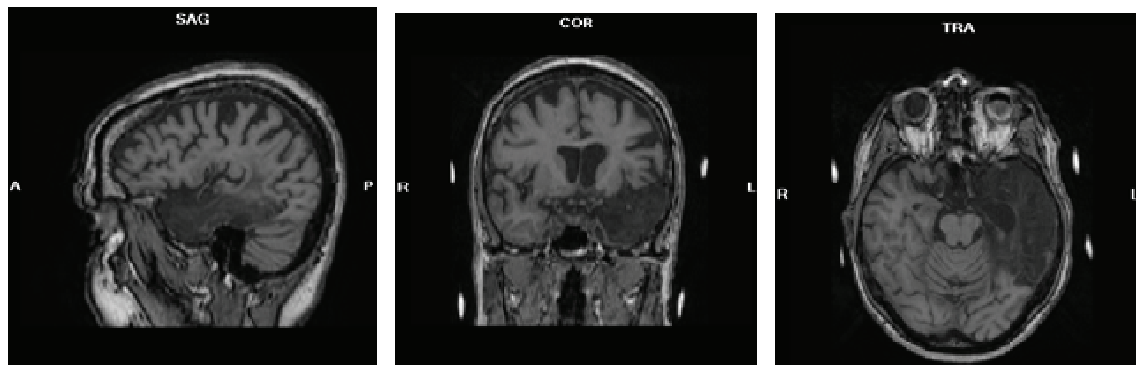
MRI sagittal, coronal, and transversal views in the patient DL. SAG = Sagittal; COR = Coronal; TRA = Transversal.
